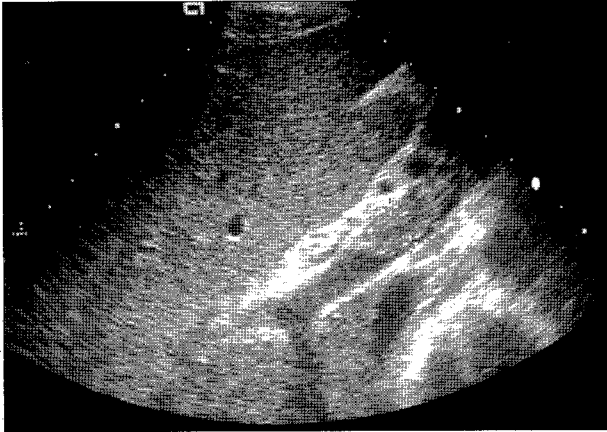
Abdominal ultrasonography shows portal vein thrombosis (Case 1).
